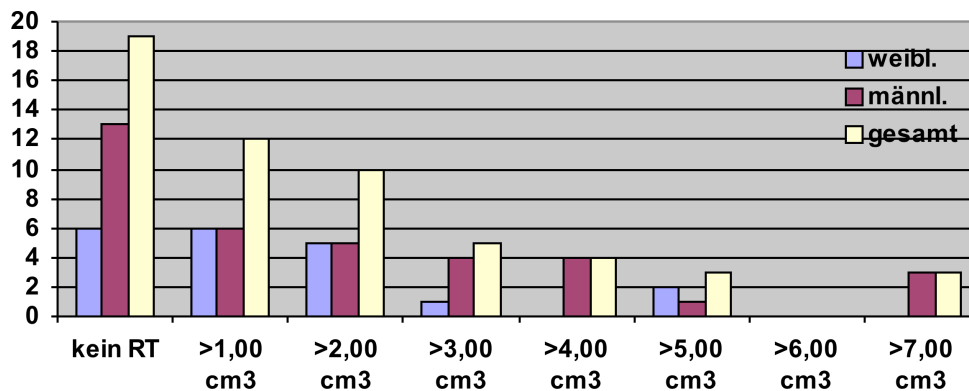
Kontrastmittel aufnehmendes Gewebe im Früh-MRT aufgeschlüsselt nach dem Geschlecht
